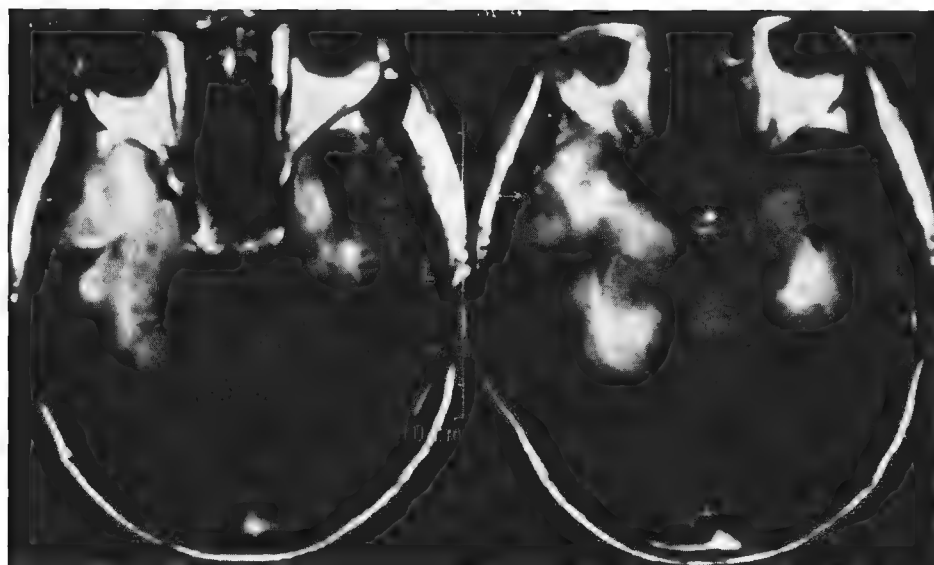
单纯疱疹性脑炎 (女, 8 岁, 颅脑 MRI)
